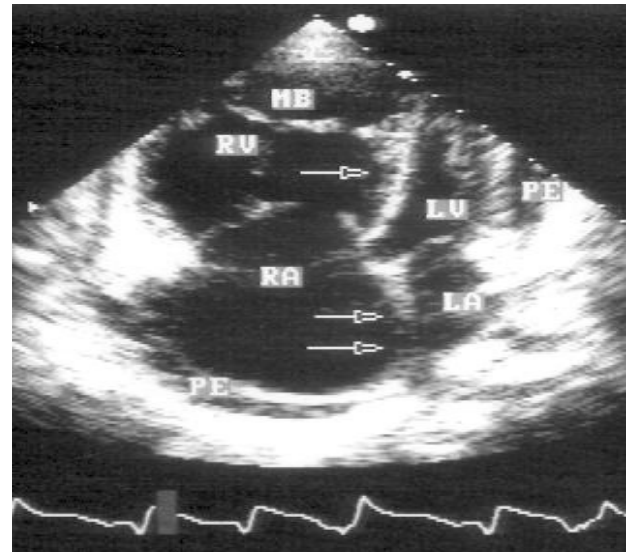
Transthoracic echocardiography: tricuspid regurgitation (TR), right atrial (RA) and right ventricular (RV) dilatation
